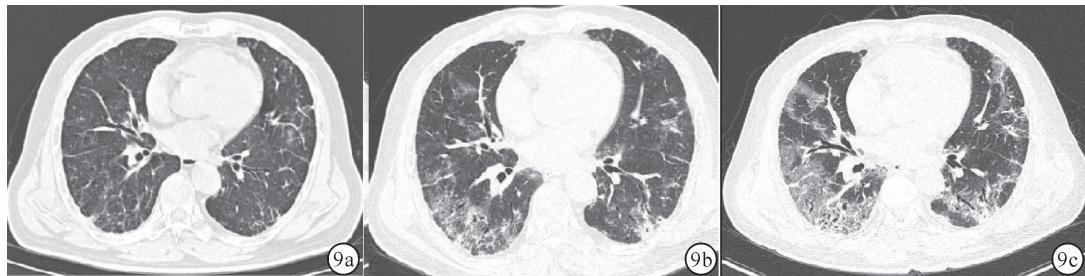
胸部 CT 变化 a:2021-9-23 双肺间质炎症; b:2021-10-8 双肺间质炎症进展;c:2021-2-1 双肺间质炎症进一步扩大
